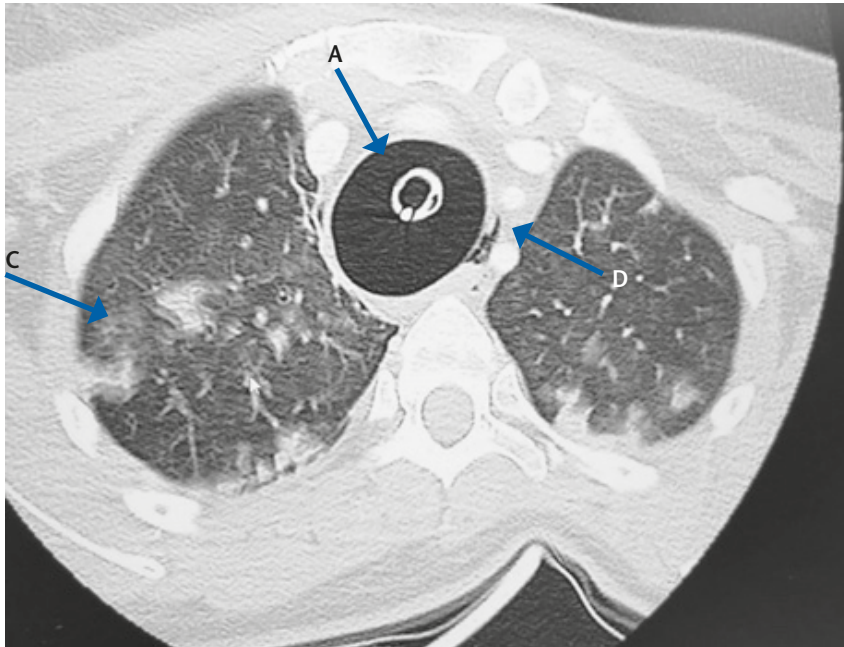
Tomografía computarizada en la que se observa laceración traqueal (A), neumomediastino (B) e imágenes parenquimatosas pulmonares secundarias a broncoaspiración (C).
